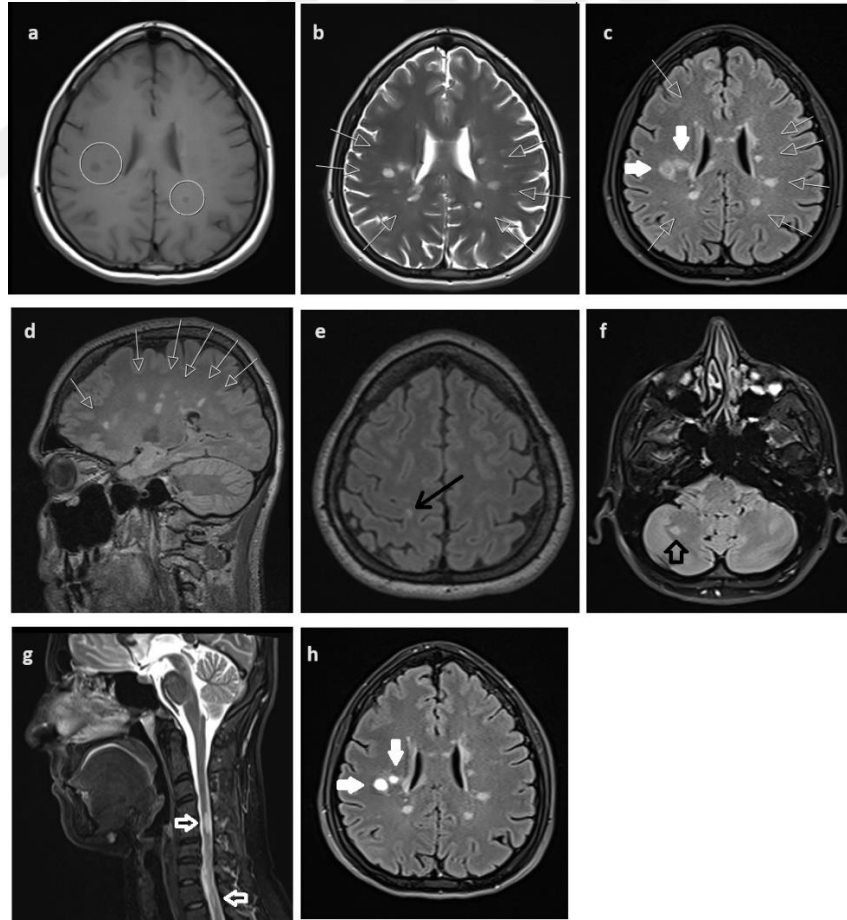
MS tanılı 55 yaşında kadın hastada Dawson parmakları ve kara delik lezyonlarına ait MRG görüntüleri
